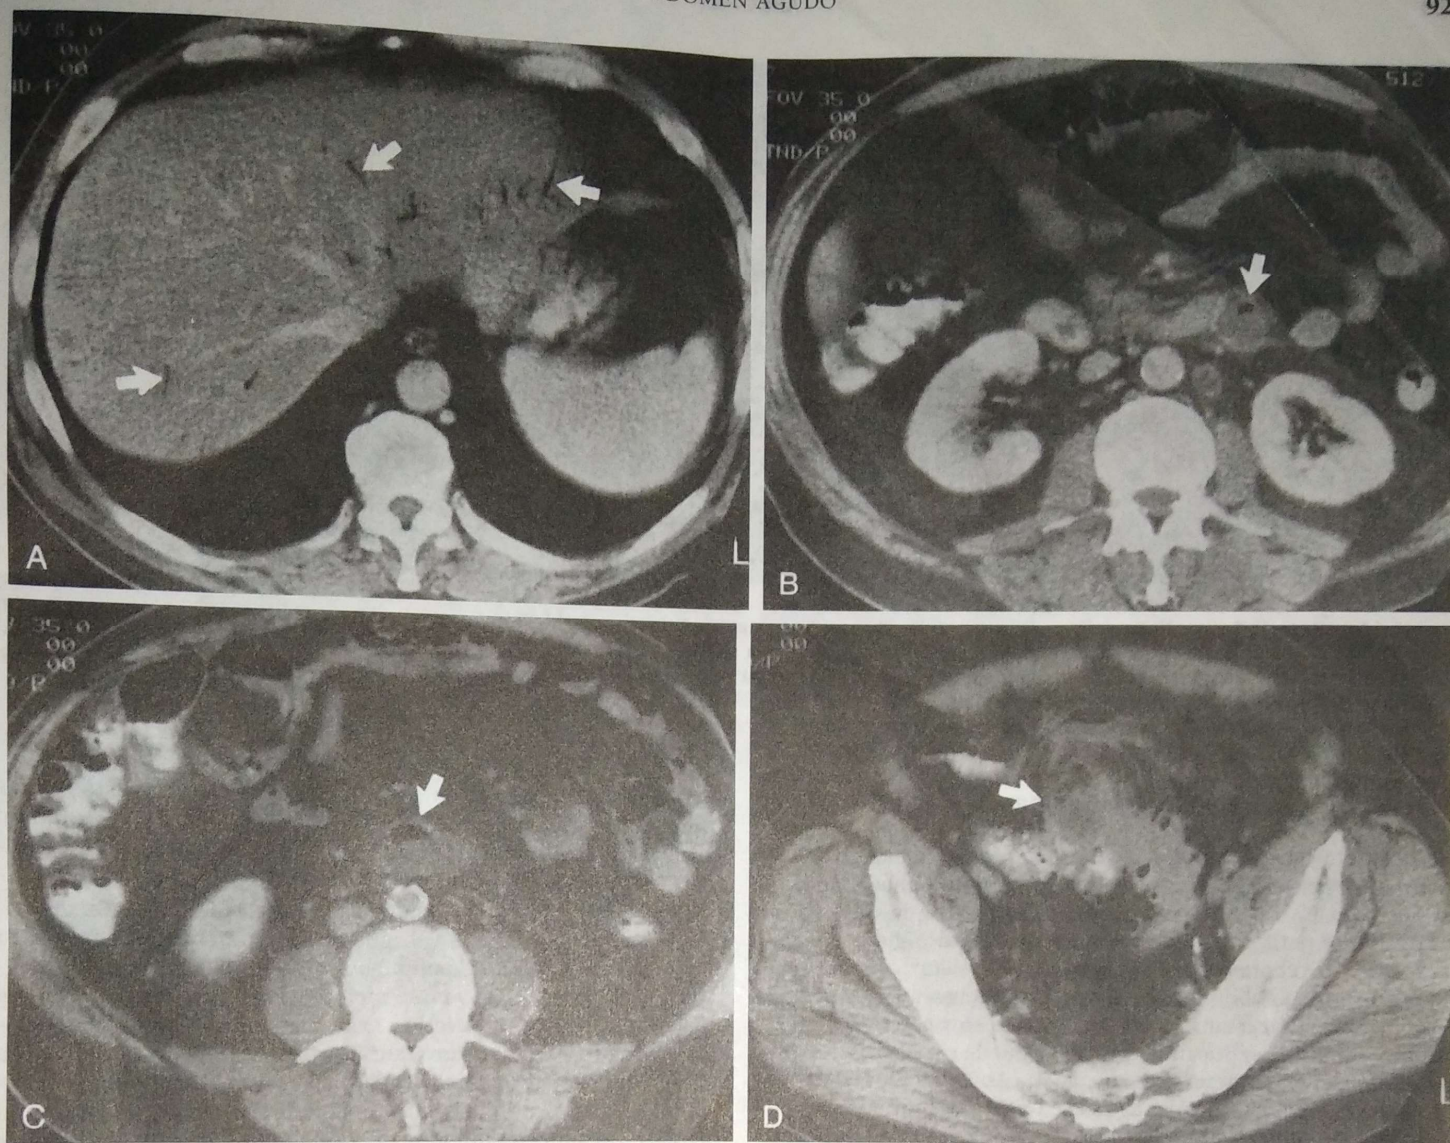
Pileflebitis aguda como resultado de diverticulitis con absceso. A, cantidades diminutas de gas (*flechas*) dentro de ramas periféricas del sistema venoso portal que no fueron visibles en una radiografía simple. B, un trombo que contiene gas (*flecha*) es visible en la vena mesentérica inferior en su unión con la vena esplénica. C, una cadena de abscesos (*flecha*) se extendió por el trayecto de la vena mesentérica inferior trombo-sada. D, el trombo séptico conducía directamente a un absceso pericólico (*flecha*) ocasionado por diverticulitis del colon sigmoide.
